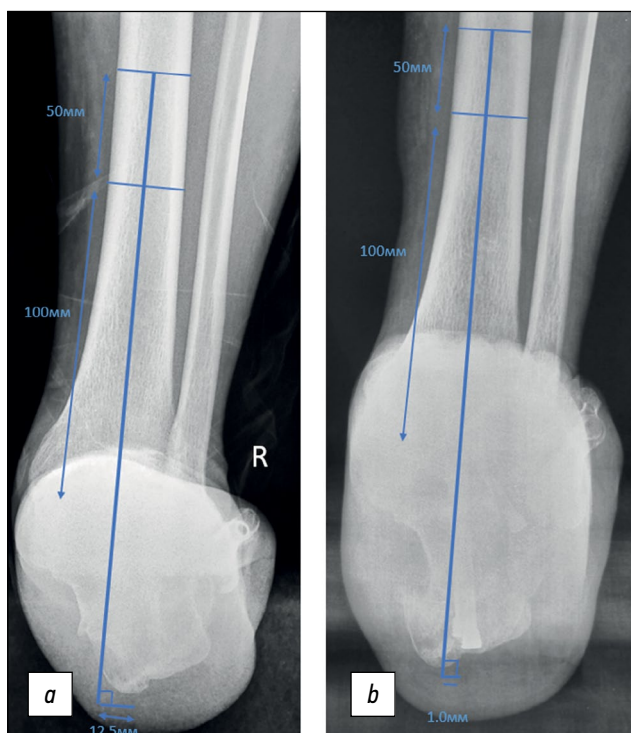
(а) До- и (б) послеоперационный снимок. Результат коррекции оси заднего отдела стопы (hindfoot moment arm). Измерения на рентгенограммах, выполненных в проекции Зальцмана, определяются как кратчайшее расстояние от средней оси большеберцовой кости до самого дистального аспекта пяточной кости.
